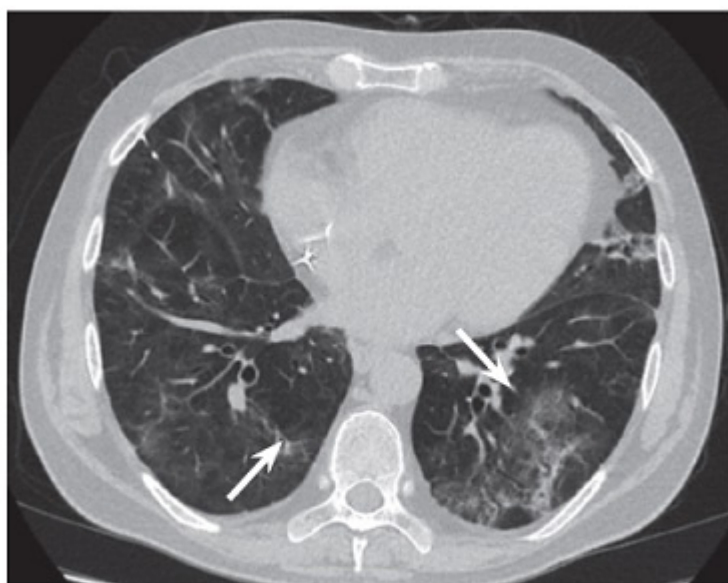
Результат компьютерной томографии органов грудной клетки пациента В. от 23.12.2022 (отмечены стрелками)
